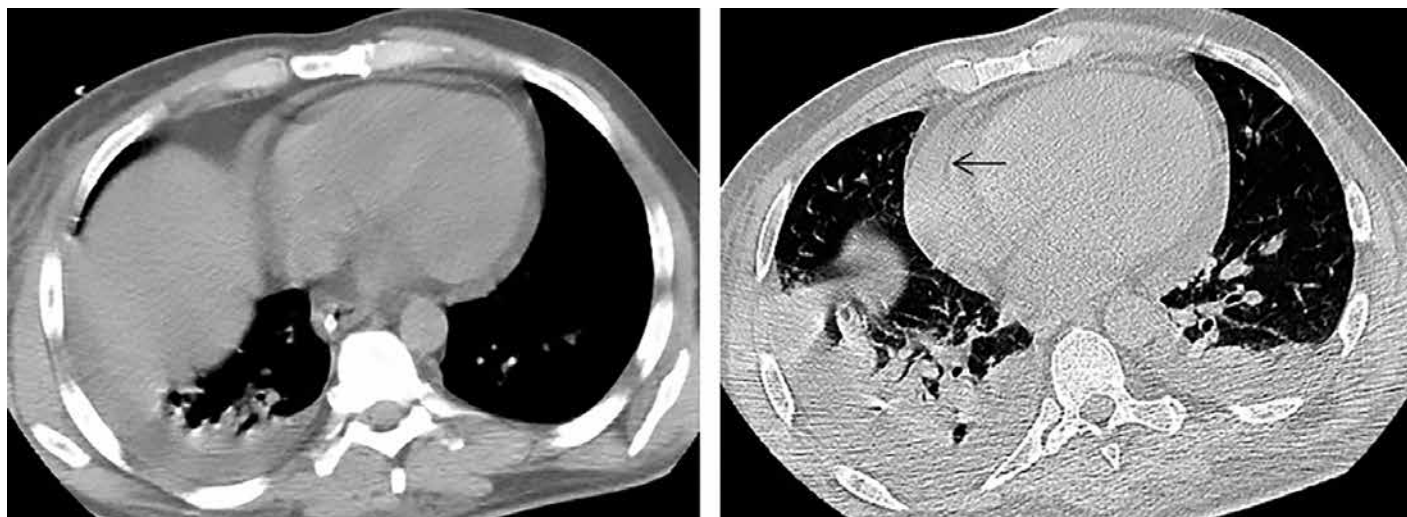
Первые сутки после МВ слепого ранения нижней доли правого легкого, ушиб легких и перикарда. а) Первичное исследование. КТ срез на уровне диафрагмы. Правосторонний гемоторакс. Ушиб сердца. Определяется циркулярным скоплением крови, максимальная толщина 8 мм. б) Контрольное исследование через 2 дня. Срез на уровне желудочков сердца. Нарастание гемоперикарда, максимальная толщина слоя в левом боковом отделе увеличилась до 14 мм. В паренхиме нижней доли правого легкого виден осколок. Стрелкой обозначен артефакт (наслоение дополнительного отображения субперикардиальной жировой клетчатки), обусловленный увеличившейся частотой сердечных сокращений
